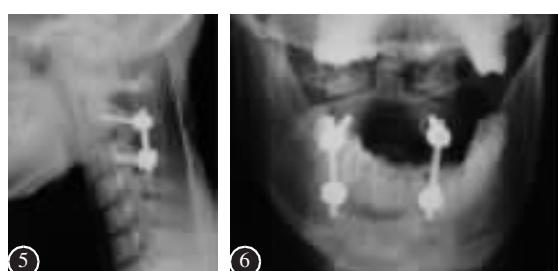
术后X线侧位片示C2椎管后壁及C3椎板上缘切除,C2/3经侧块椎弓根内固定位置良好 图6 张口位正位X线片示C2椎弓根、C3侧块内固定位置良好
